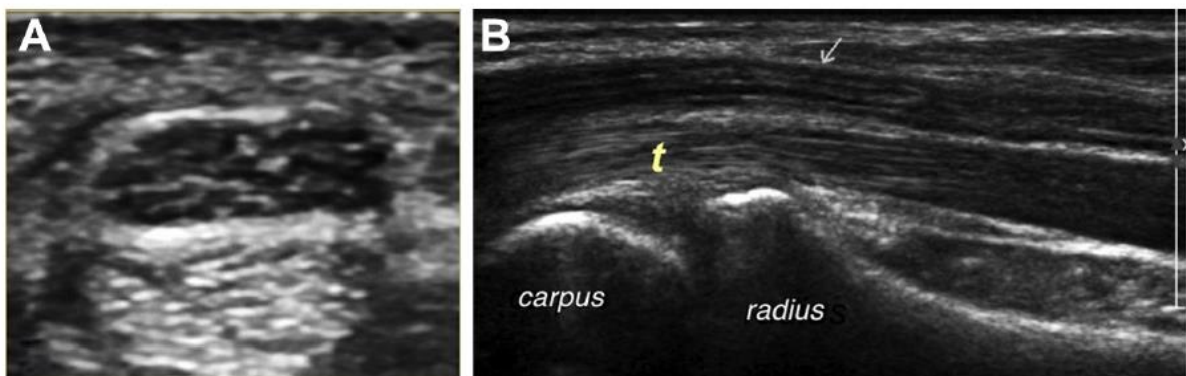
Image échographique du nerf médian en longitudinal (A) et transversal (B). Les fibres nerveuses sont visibles (106)
